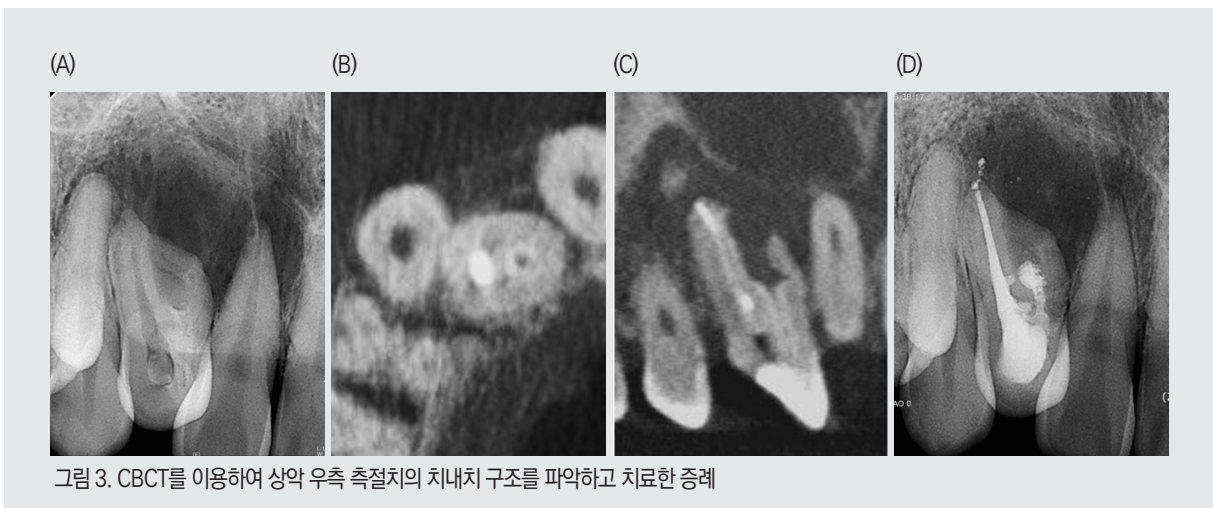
CBCT를 이용하여 상악 우측 측절치의 치내치 구조를 파악하고 치료한 증례
